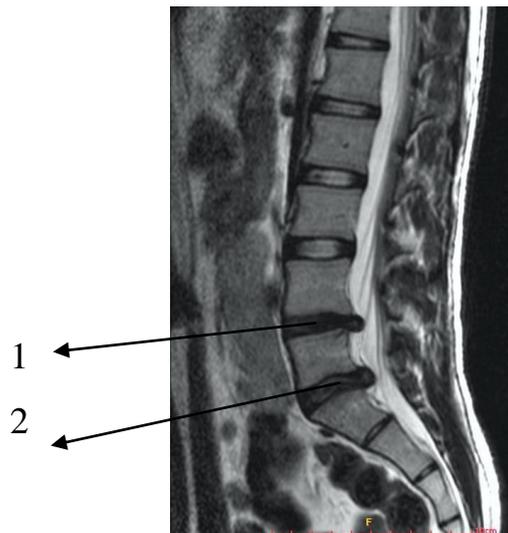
МРТ пояснично- крестцового отдела позвоночника больного Д. в предоперационном периоде. Стрелками обозначены:
